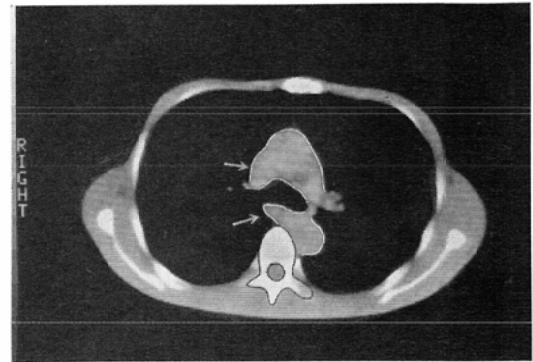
d. CT at the level of azygos arch showing the large azygos vein draining into the superior vena cava. The upper arrow shows the anterior and the lower arrow the posterior portion of azygos vein arch.
